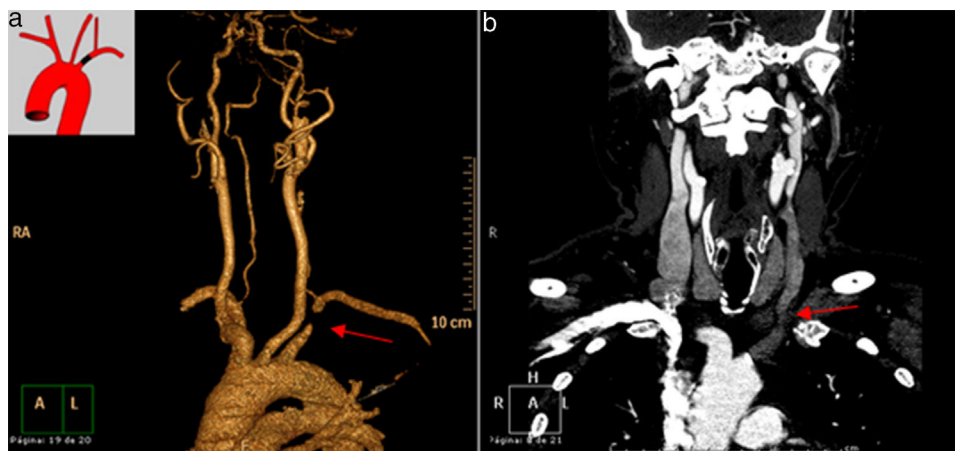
a) Angio-RNM aorta torácica con reconstrucciones; b) Angio-TAC torácico. Obstrucción total del tercio proximal de la arteria subclavia izquierda con evidencia de contraste del área postestenótica a través de la arteria vertebral izquierda.
